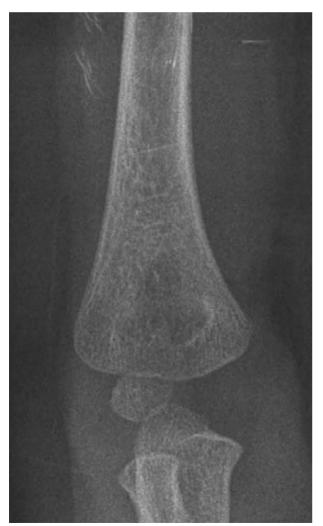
Radiografía tras consolidación de la fractura. Proyección AP.
